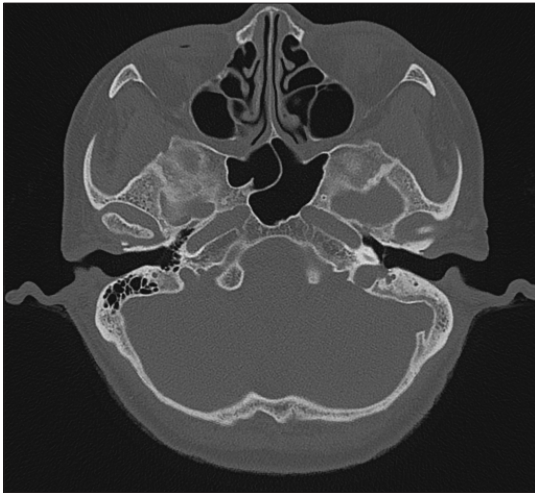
좌측 고경정맥구 및 경정맥구계실 환자의 측두골 단층 촬영 소견.
